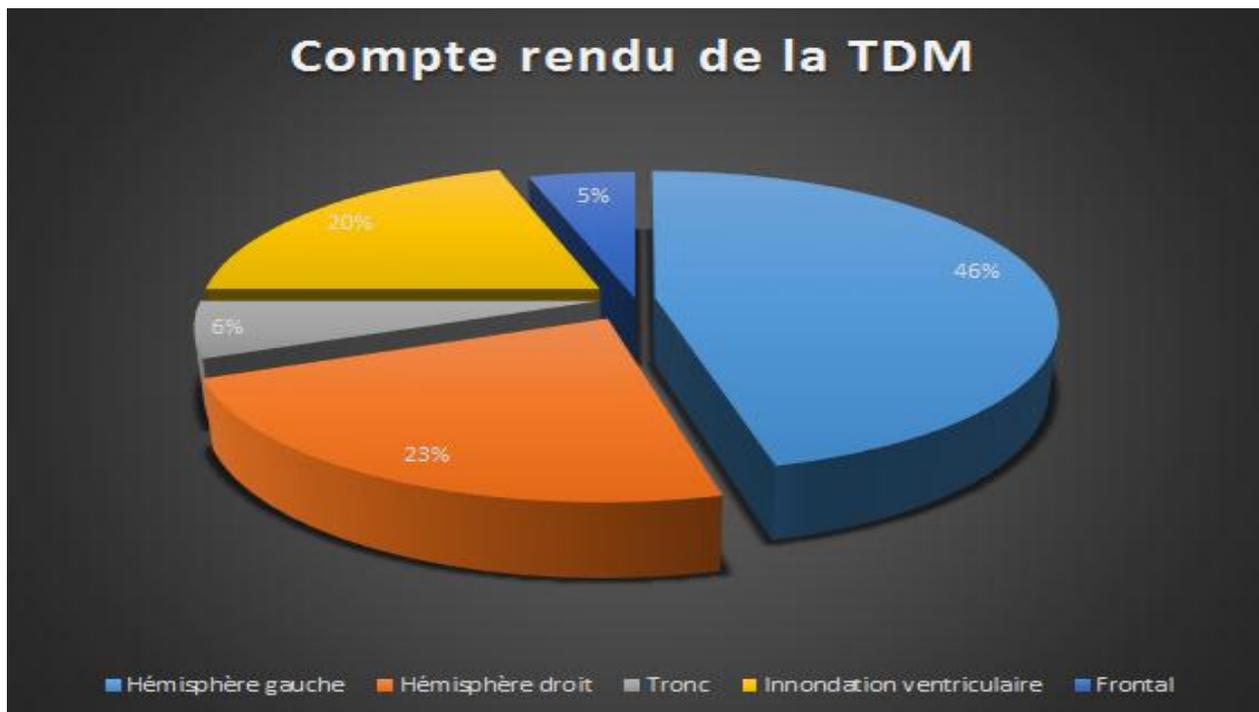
compte rendu de la TDM
